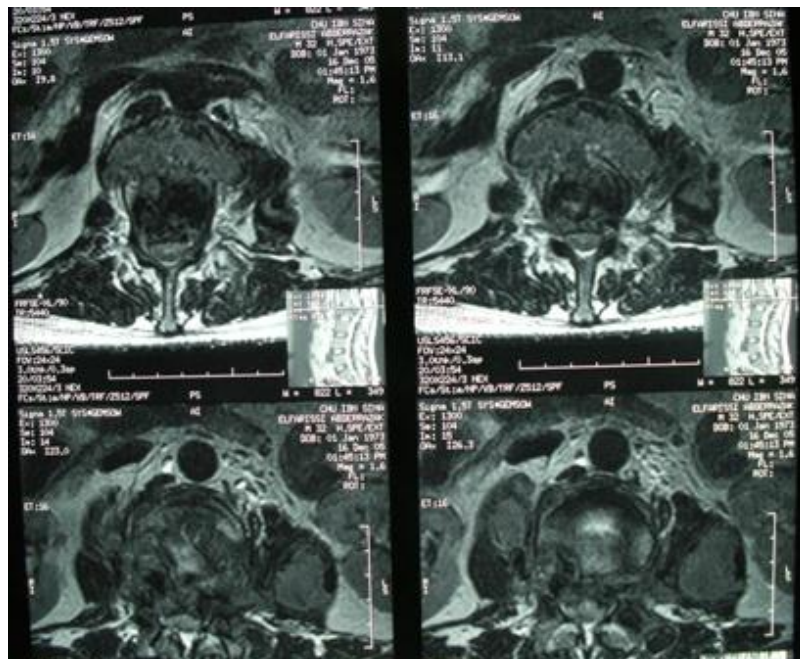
Image de coupes transversales d'IRM montrant une SPD de L1-L2.
